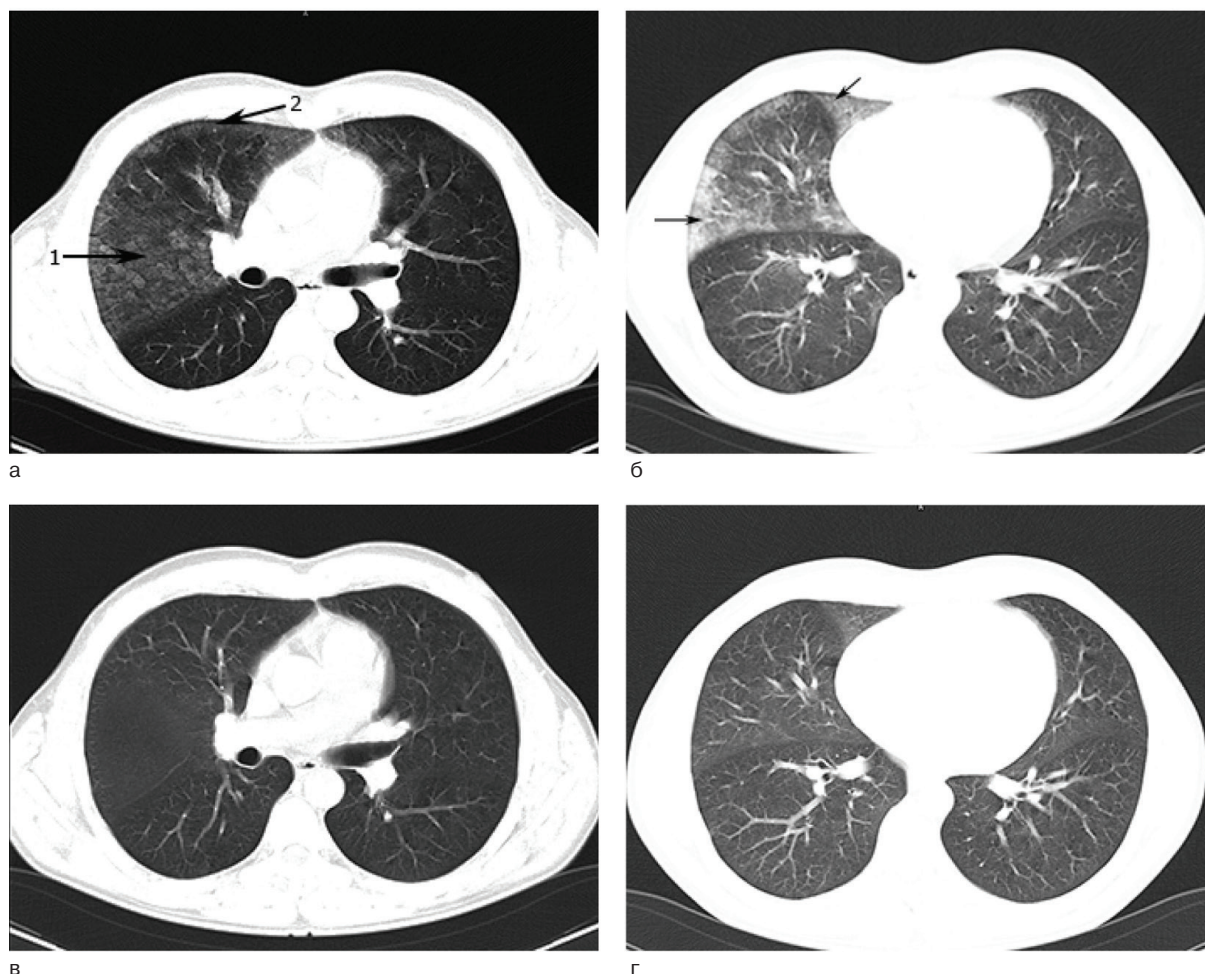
Компьютерная томограмма инструктора-водолаза 3. (аксиальная проекция, «легочное окно») до лечебной рекомпрессии: а) 1 – симптом «матового стекла»; 2 – кровь; б) стрелки – субплевральные кровоизлияния; в, г – после лечебной рекомпрессии.
